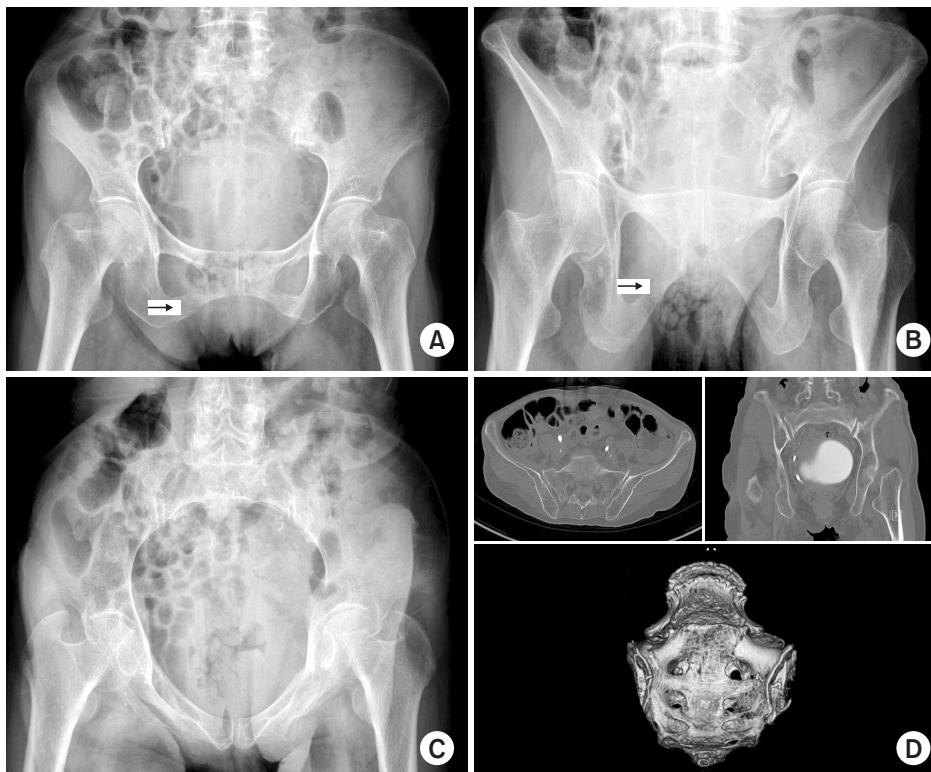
(A) Initial pelvis Anteroposterior image of an 86-year-old female showing a non-displaced fracture at the right inferior ramus (arrow). (B) Outlet view showing right inferior ramus fracture (arrow). (C) Inlet view showing no definite posterior ring disruption. (D) Computed tomography images revealing both sacral alar fractures.
